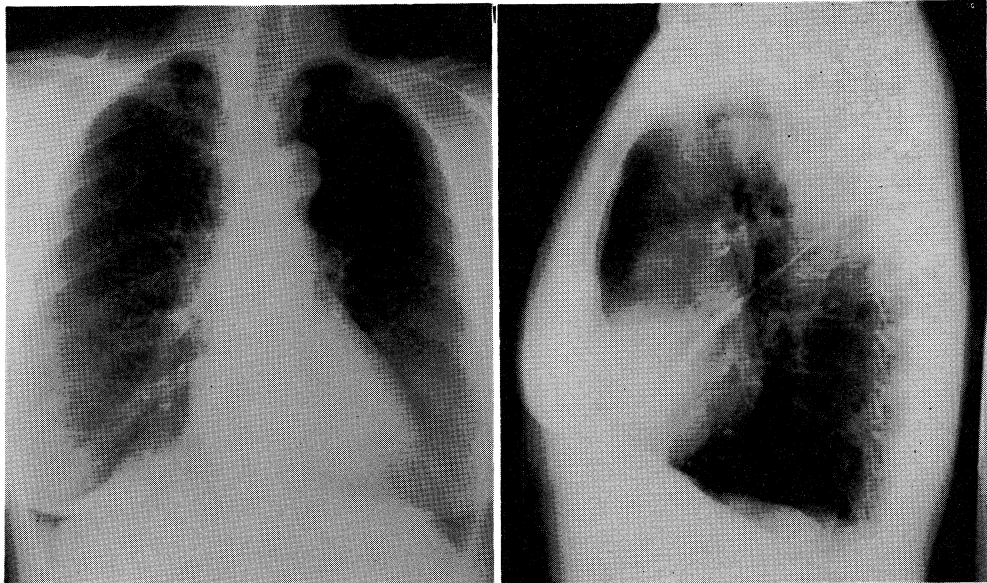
PA and lateral radiographs of the chest, showing pulmonary hyperinflation and low flattened diaphragms.
